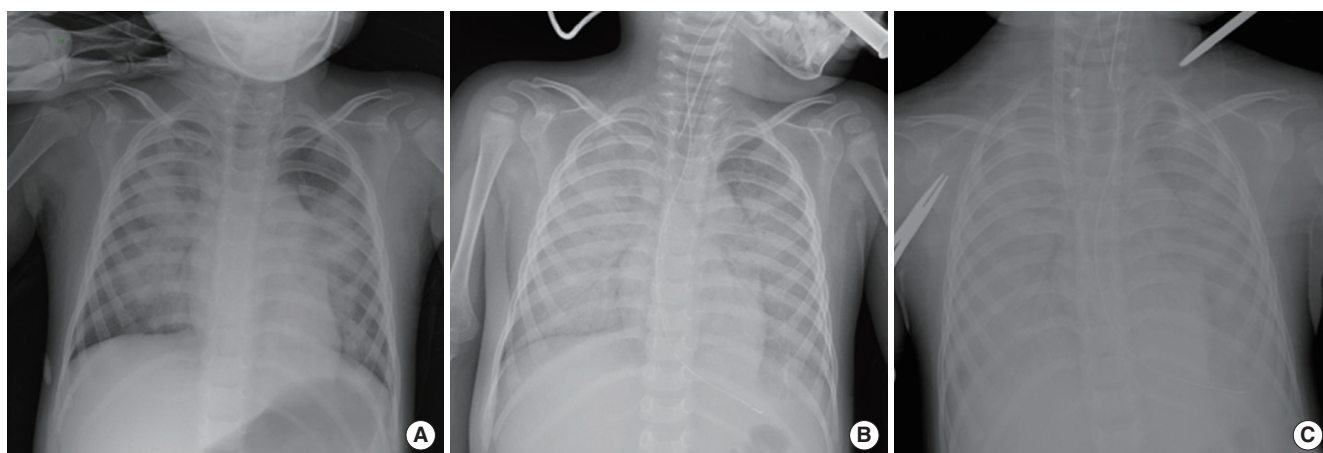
(A) The initial chest radiograph showed diffuse patch consolidation in both lungs. (B) The chest radiograph after intubation showed markedly increased consolidation in both lungs. (C) The chest radiograph after extracorporeal membrane oxygenation application showed further increased diffuse haziness in both lungs with air bronchogram.
